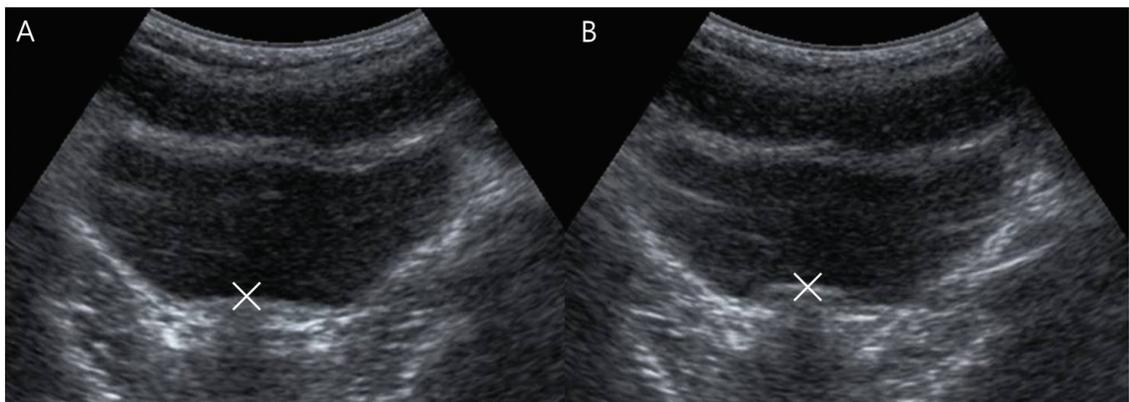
Ultrasonography images of bladder base (A) resting position (B) pelvic floor muscle contraction
